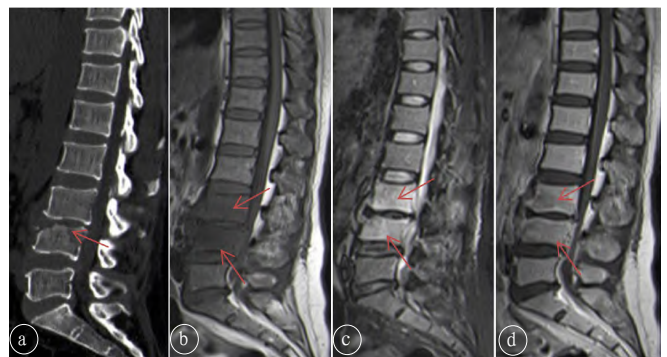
表现为椎体炎为主的布鲁氏菌性脊柱炎。a. CT矢状位显示腰4椎体前上缘骨质破坏伴椎间隙狭窄（红箭），椎间盘破坏；b. MRI T<sub>1</sub>WI矢状位显示腰3/腰4椎体呈低信号（红箭）；c. MRI STIR矢状位显示腰3/腰4椎体呈高信号（红箭）；d. MRI T<sub>1</sub>WI矢状位增强显示腰3/腰4椎体均匀强化（红箭）。
